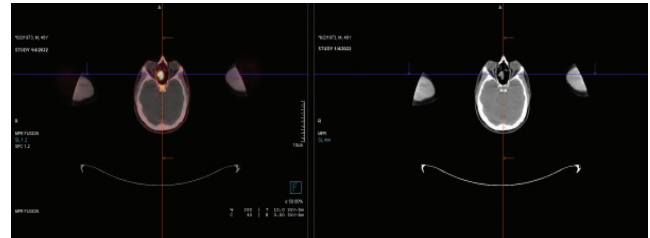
FDG PET/BT'de aksiyel görüntüler
